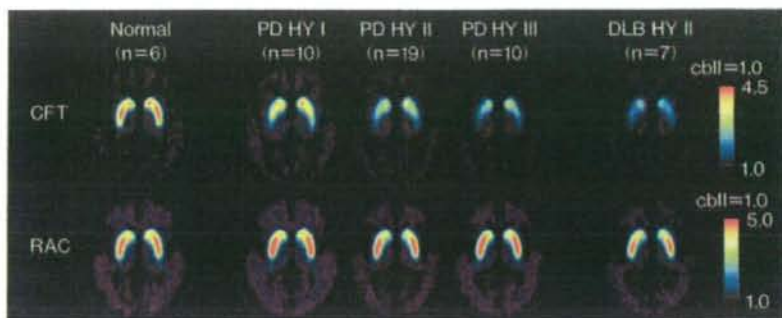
パーキンソン病とDLBDのPET比較
